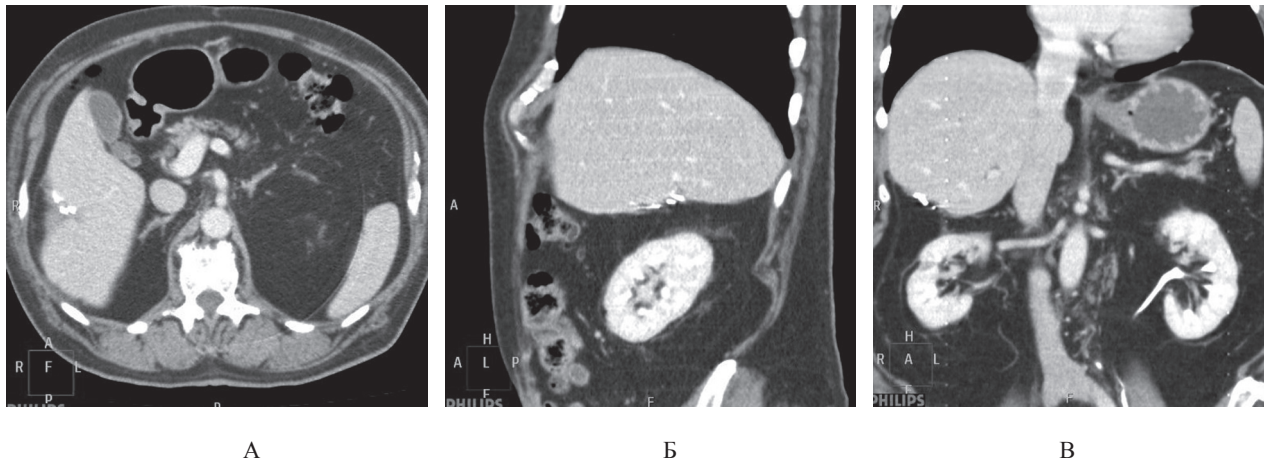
СКТ печінки. Печінка після секторальної резекції SVI:
